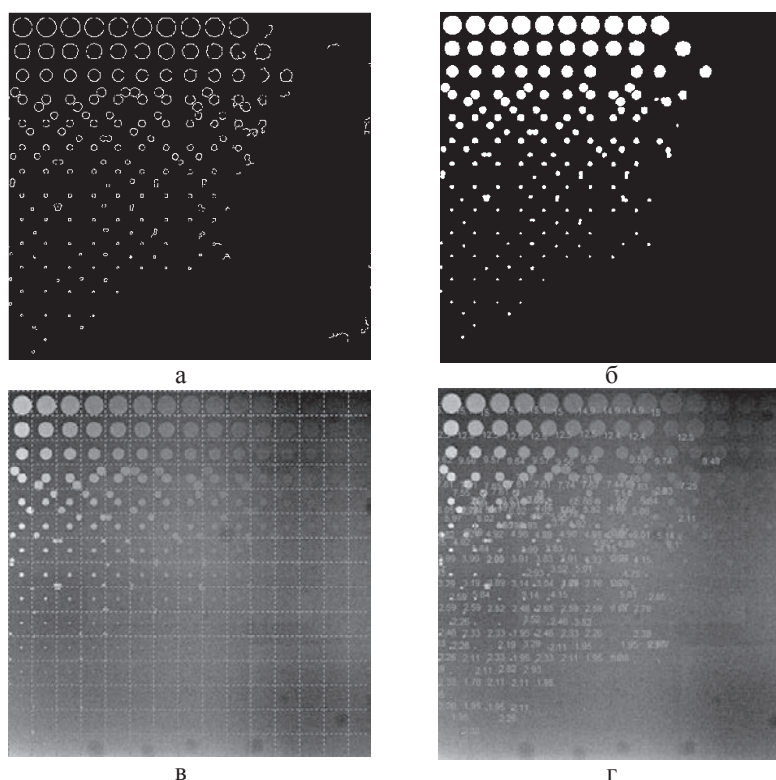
Последовательная обработка рентгеновских изображений тест-объекта: выделение контуров на изображении оператором Кэнни (а); бинарное изображение рентгеновского снимка (б); вывод сетки, разделяющей тест-объект на сегменты (в); подсчет диаметров видимых кругов (г)
